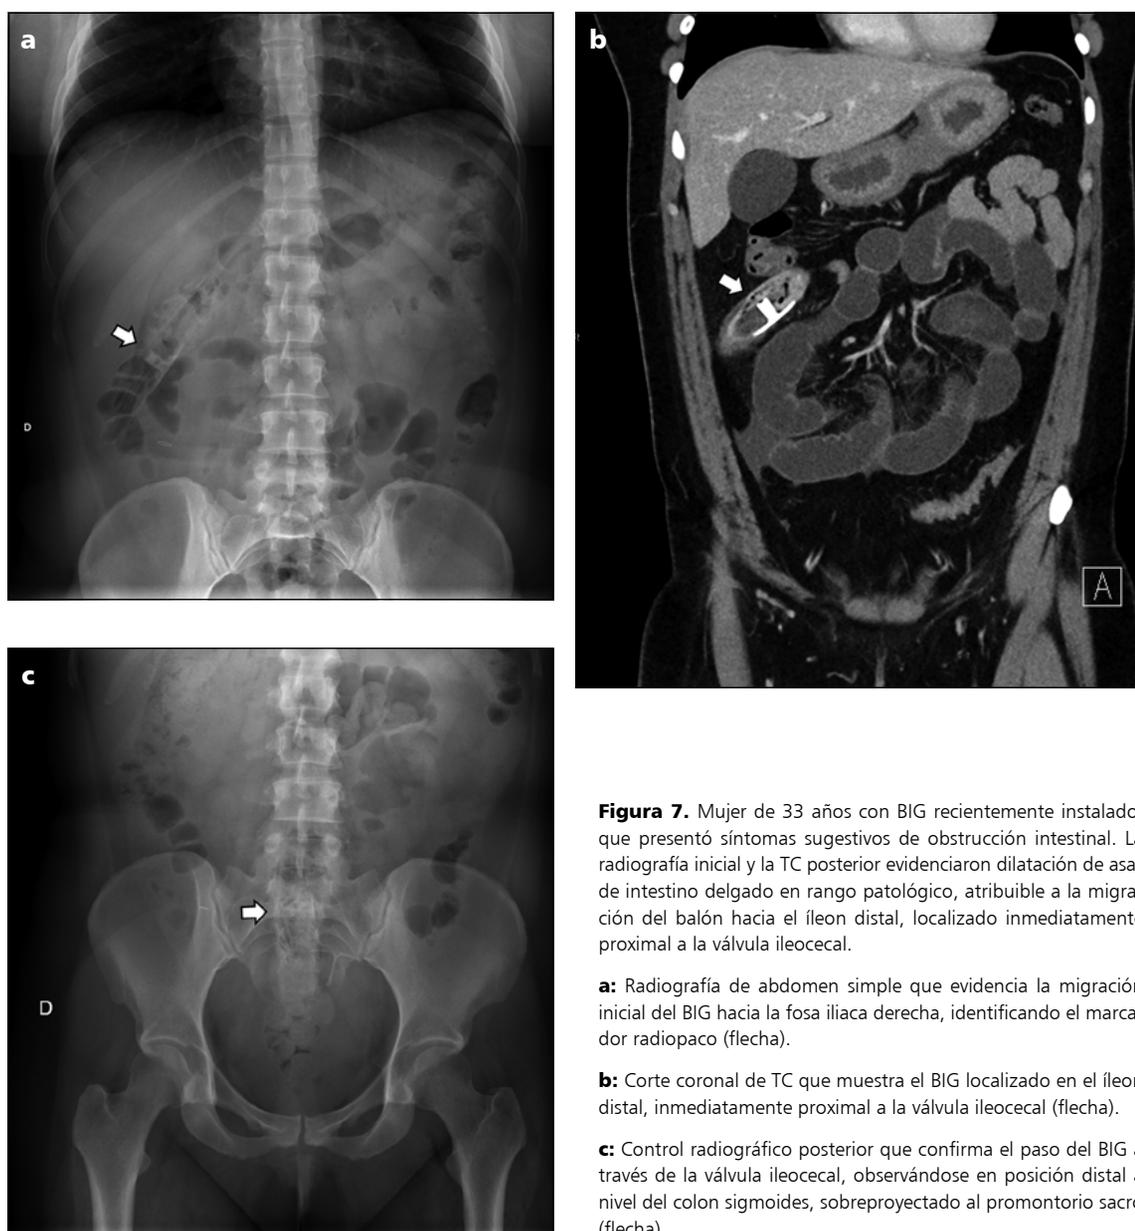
Mujer de 33 años con BIG recientemente instalado, que presentó síntomas sugestivos de obstrucción intestinal. La radiografía inicial y la TC posterior evidenciaron dilatación de asas de intestino delgado en rango patológico, atribuible a la migración del balón hacia el íleon distal, localizado inmediatamente proximal a la válvula ileocecal.
